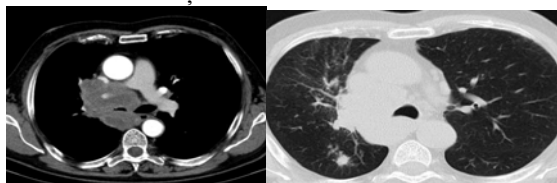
Examen CT, secțiuni axiale, fereastră mediastin și plămân ce evidențiază o masă solidă hipodensă centrohilară dreaptă, discret iodofilă, adenopatii mediastinale precum și un nodul pulmonar postero-superior dreapta – determinare secundară.
